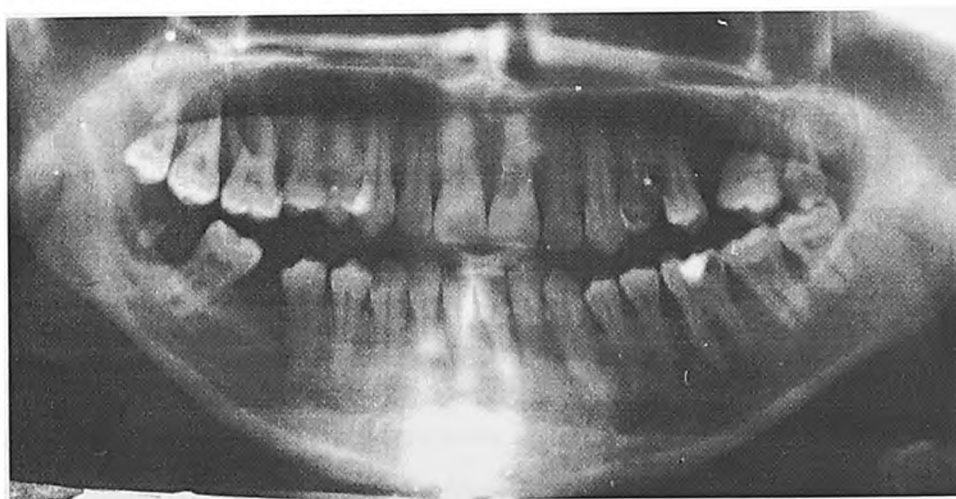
Ортопантомограмма больного Н., 23 лет
